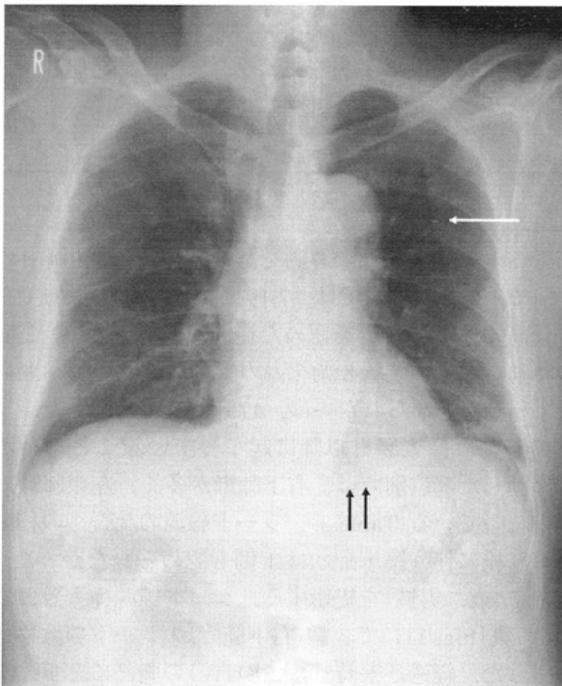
Posteroanterior chest X-ray the next day after implantation.
